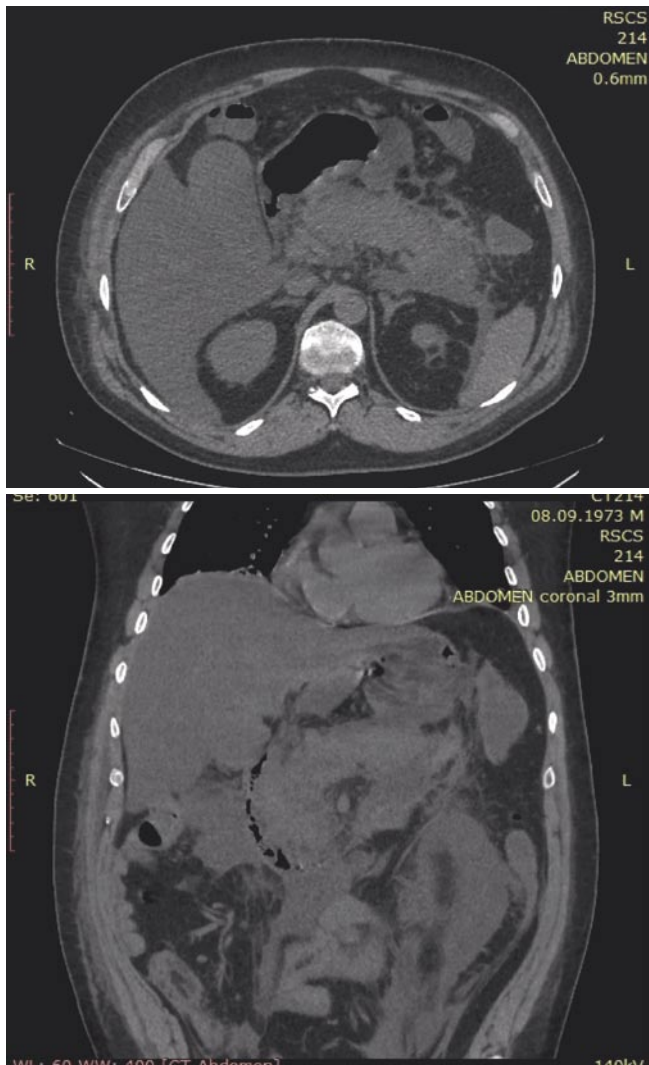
МСКТ больного от 04.07.19 г.: признаки ОП (Balthazar степень E). Хронический холецистит. Умеренный асцит. Невыраженный двухсторонний гидроторакс с частичным коллапсом базальных отделов обоих лёгких.
